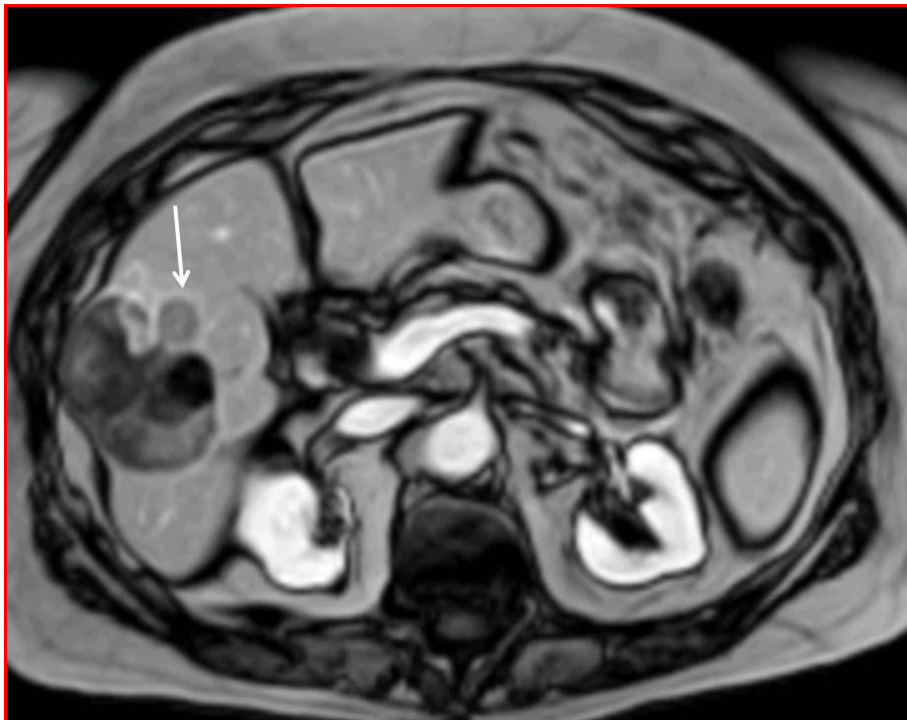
Tumor de 5 cm que sufrió recidiva local (flecha) 31 meses después del tratamiento combinado. RM con contraste.
